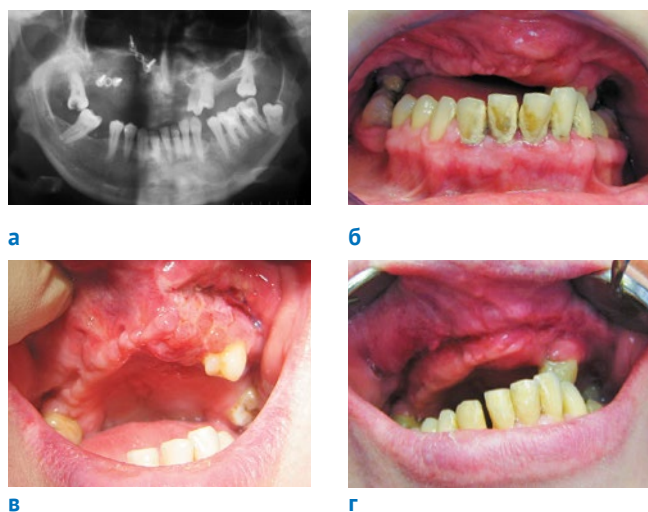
Больная Ш., 45 лет – углубление преддверия (а – рентгенография: остеосинтез после перелома верхней челюсти, б – клиническая картина до лечения, в, г – после лечения)
